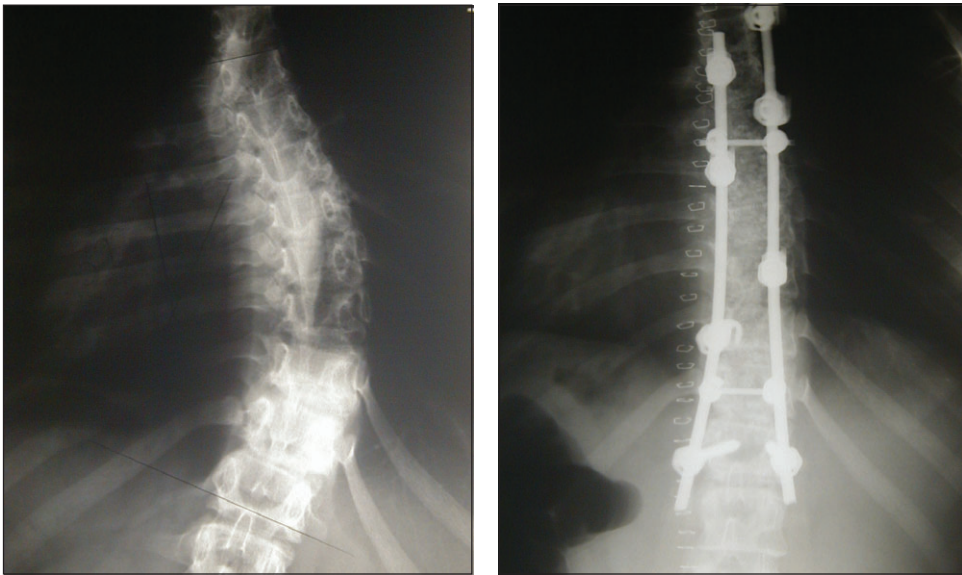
Radiografias pré e pós-operatórias de um paciente com escoliose idiopática.
